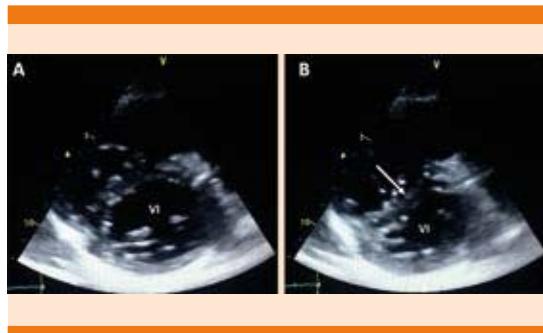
Ecocardiograma transtorácico. Eje corto paraesternal en diástole (A) y sístole (B) a la altura de los músculos papilares. Se evidencia una contracción asimétrica del ventrículo izquierdo (VI) asociada con un movimiento paradójico del septum hacia la izquierda con aplanamiento del mismo (flecha).
